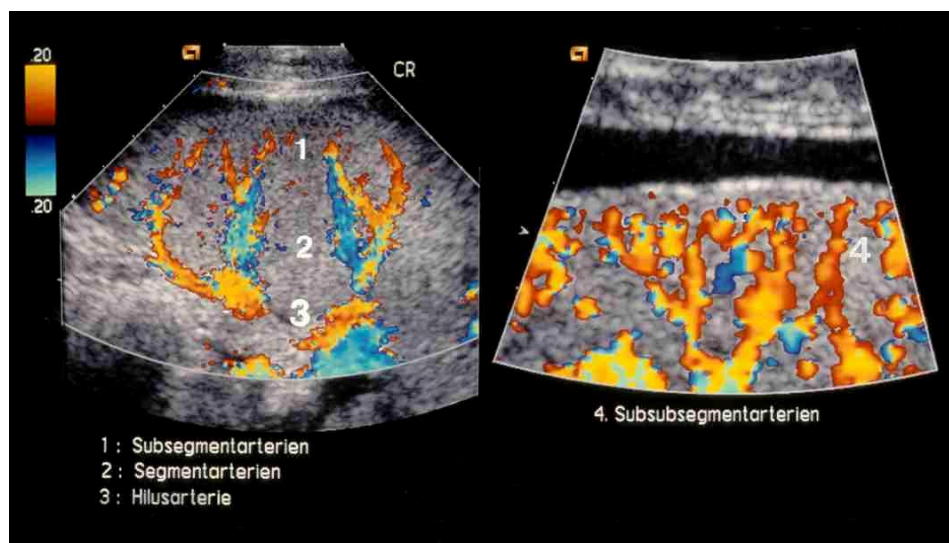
Farbdopplersonographische Darstellung der versorgenden Milzgefäße
